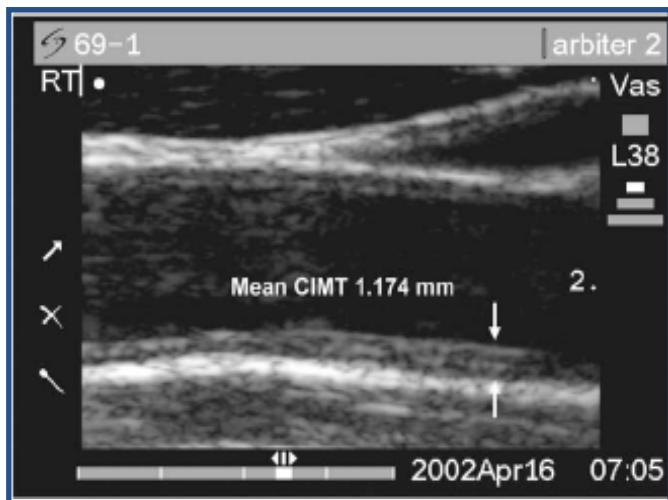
Example of carotid B-mode ultrasonography for assessment of carotid intimal media thickness
